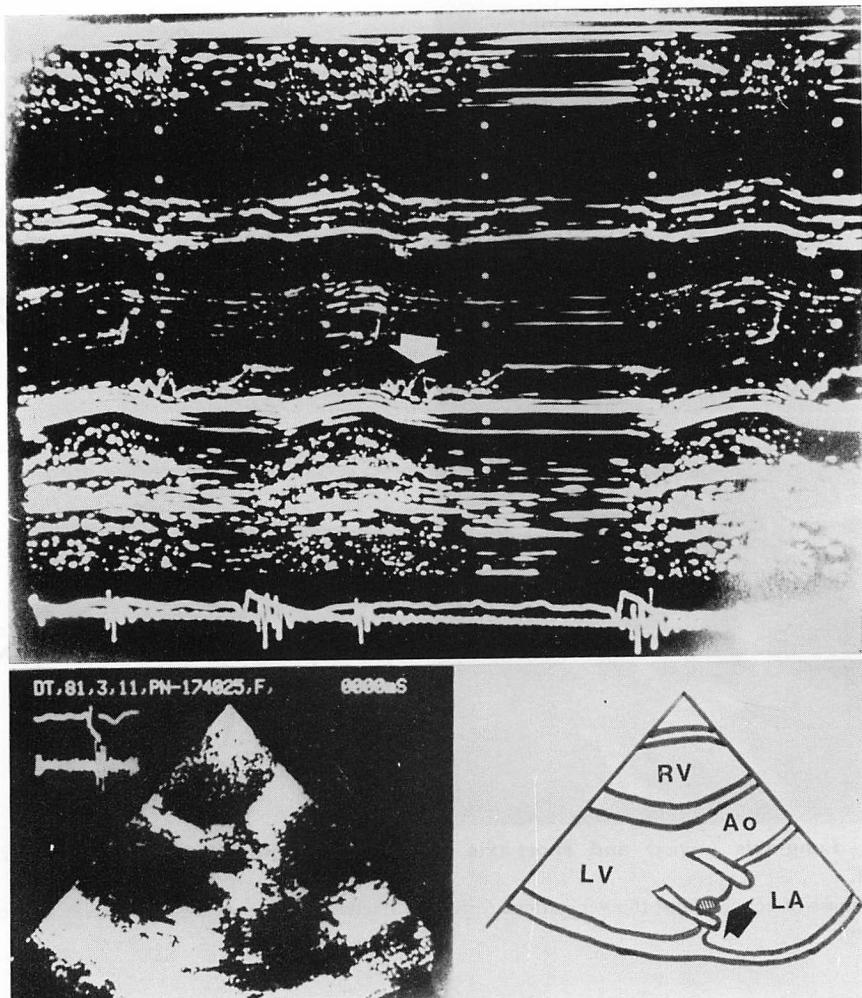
M-mode (upper) and long axis cross-sectional (lower) echocardiograms from Case 6.
